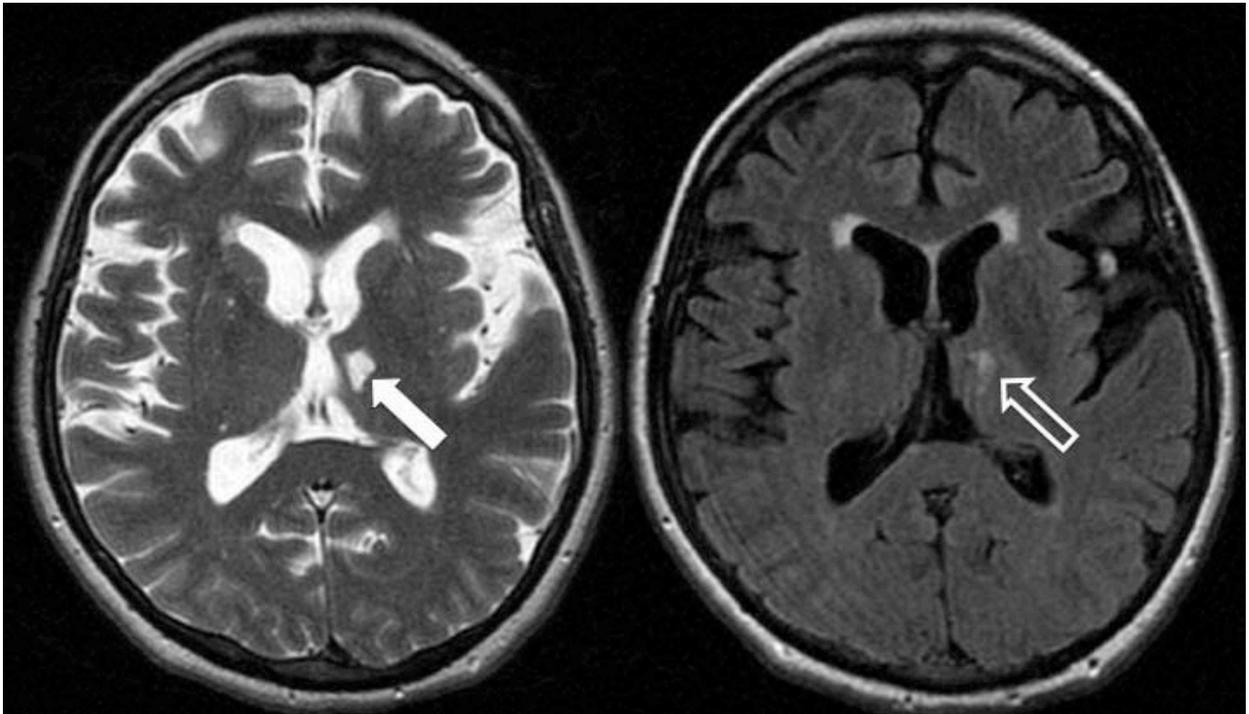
Imagens de ressonância magnética no plano axial (A – ponderado em T2 e B – *fluid attenuated inversion recovery* – FLAIR), de paciente feminino de 62 anos, com diminuta área de malácia no tálamo esquerdo (seta), circundado por gliose (seta aberta) e que corresponde a um infarto lacunar.
